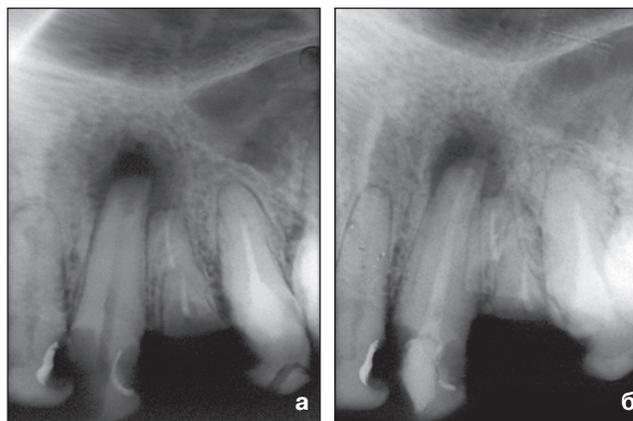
Рентгенограмма зуба 2.3: а) до лечения, б) через 1 месяц после проведения трех сеансов депофореза гидроксида меди-кальция
